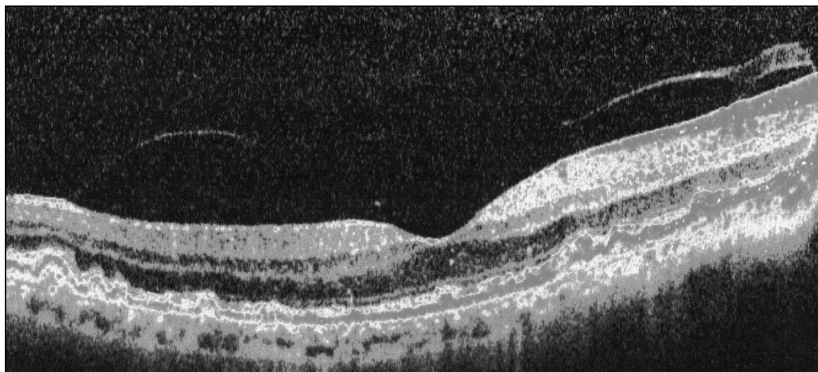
Оптическая когерентная томография глазного яблока. Видна слоистая структура сетчатки глаза и вдавление в ней – макула (желтое пятно). Пространственное разрешение визуализации 7 нм
